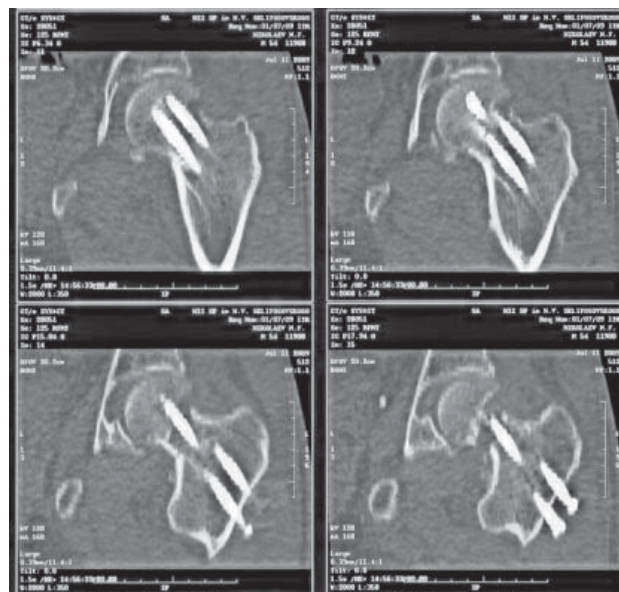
Компьютерная томография больного после операции. Произведен остеосинтез шейки бедренной кости тремя канюлированными винтами
